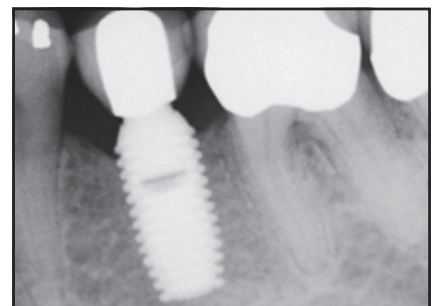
Die 6 Jahre postoperativ angefertigte Röntgenaufnahme zeigt einen Knochengewinn von 4,48 mm.
